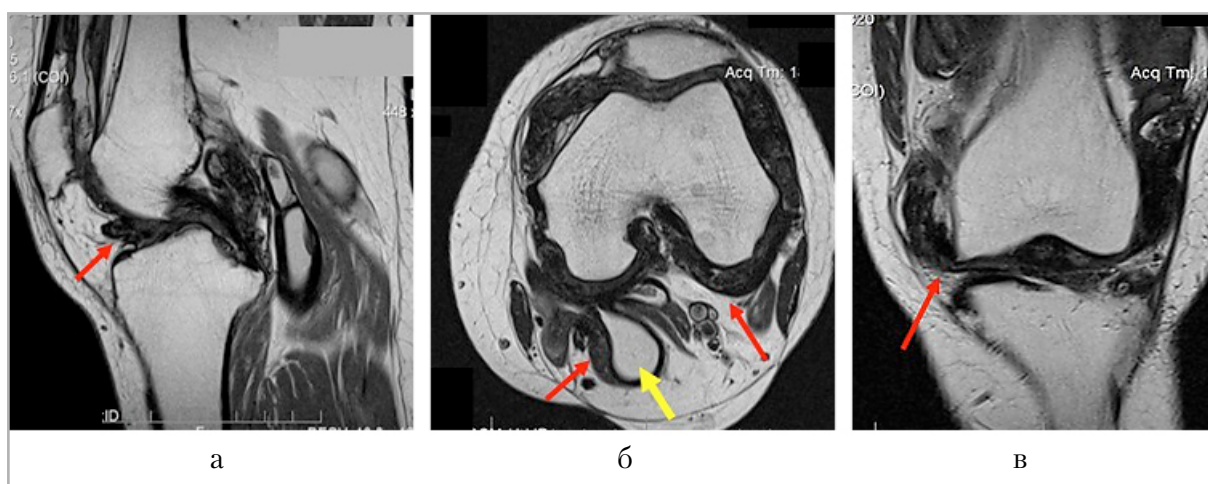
МР-томограммы, T2 ВИ, PD левого коленного сустава женщины 49 лет: *а* — сагиттальная плоскость; *б* — аксиальная плоскость; *в* — корональная плоскость. *Красными стрелками* указано утолщение и разрастание синовиальной оболочки сустава, *желтая стрелка* — киста Бейкера
